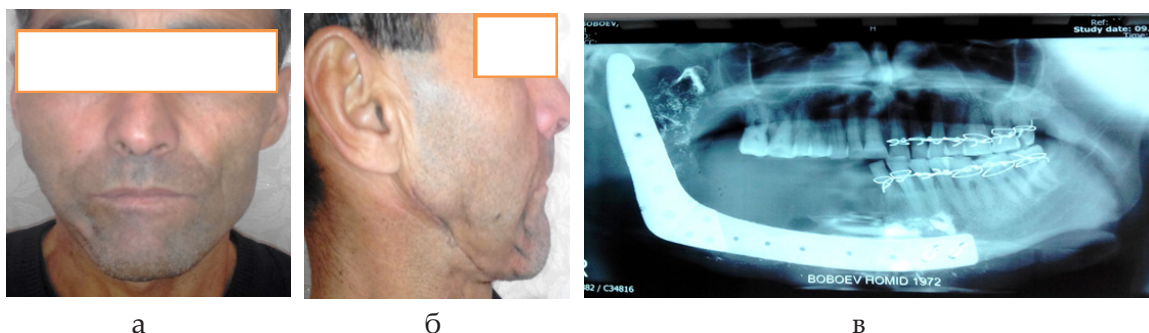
Больной Б., 45 лет. а, б – состояние через 12 месяцев после оперативного вмешательства; в – ортопантомография нижней челюсти после установки эндопротеза из никелида титана
